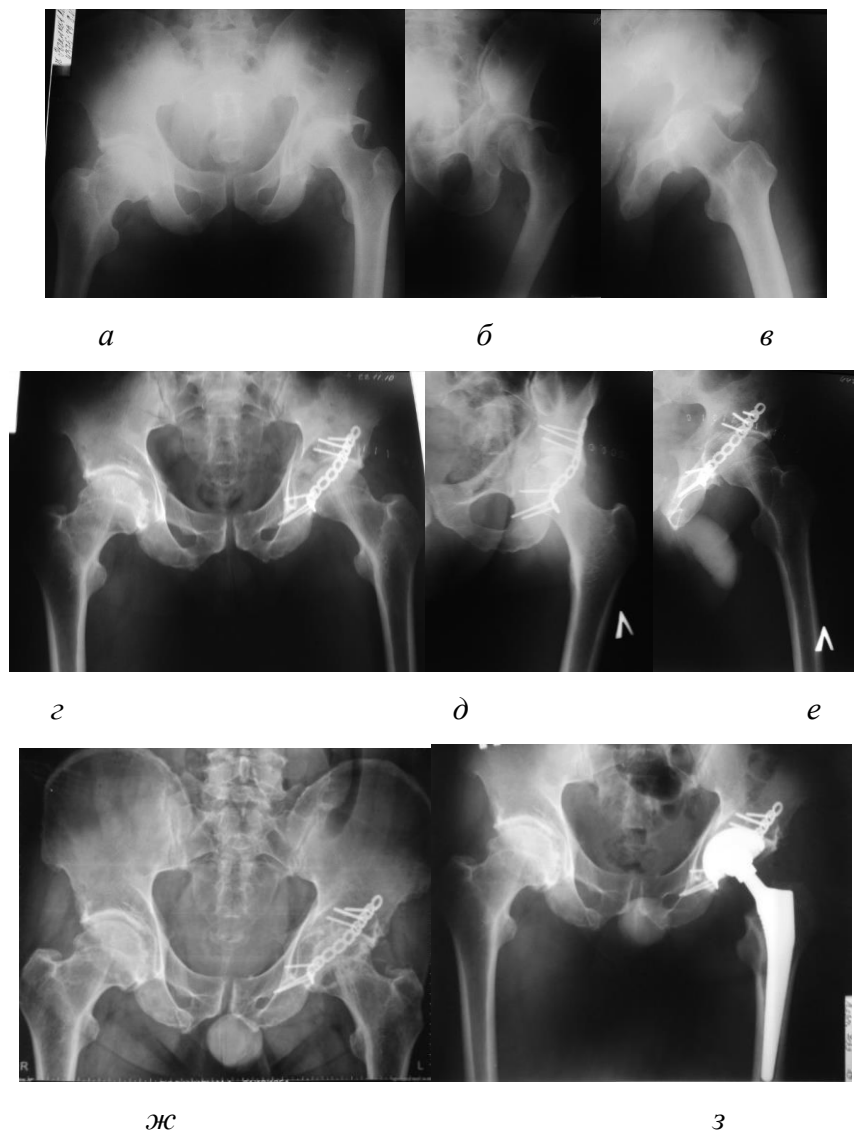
Рентгенограммы пациента Р. 55 лет, и/б 2010-4729.
